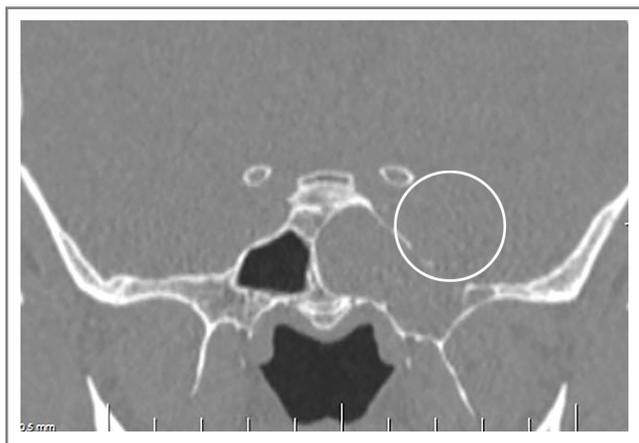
КТ головного мозга, фронтальная проекция. Дефект основания черепа в области латерального кармана клиновидной пазухи слева.
